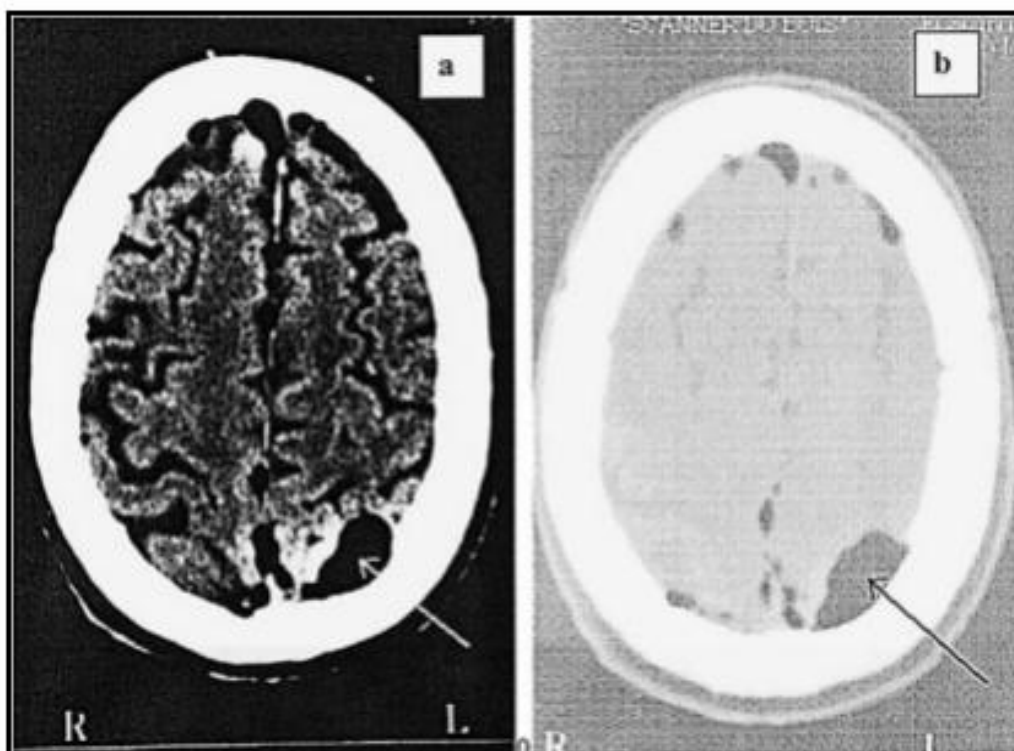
TDM cérébrale postopératoire, en coupes axiales :a) fenêtre parenchymateuse, b) fenêtre osseuse. Multiples images péricérébrales très hypodenses, de type aérique, dont une volumineuse en pariétal gauche (pneumocéphalie)
